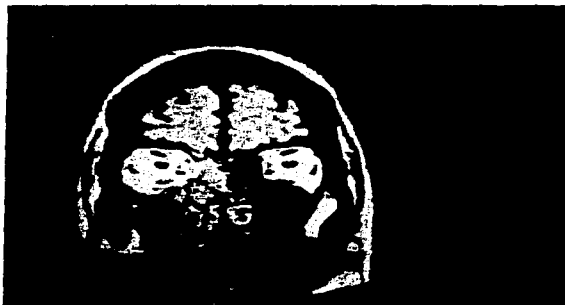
Imagen de resonancia magnética en un tumor de la fosa nasal derecha.
